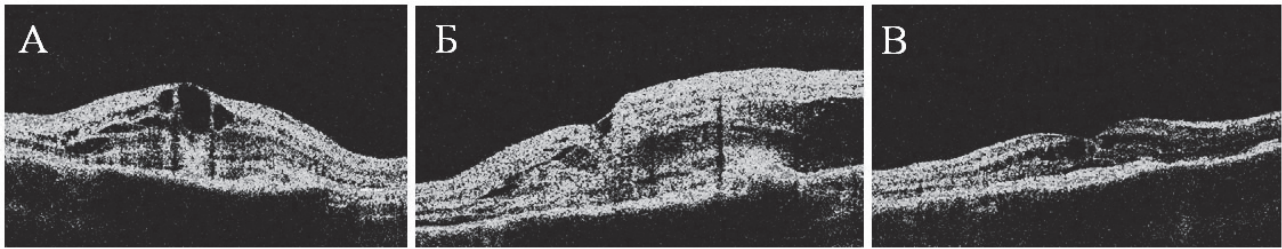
Оптическая когерентная томограмма больного ВМД с СНМ классического типа до проведения ФДТ (А), через 24 часа после ФДТ (Б), через 3 месяца после ФДТ (В)
